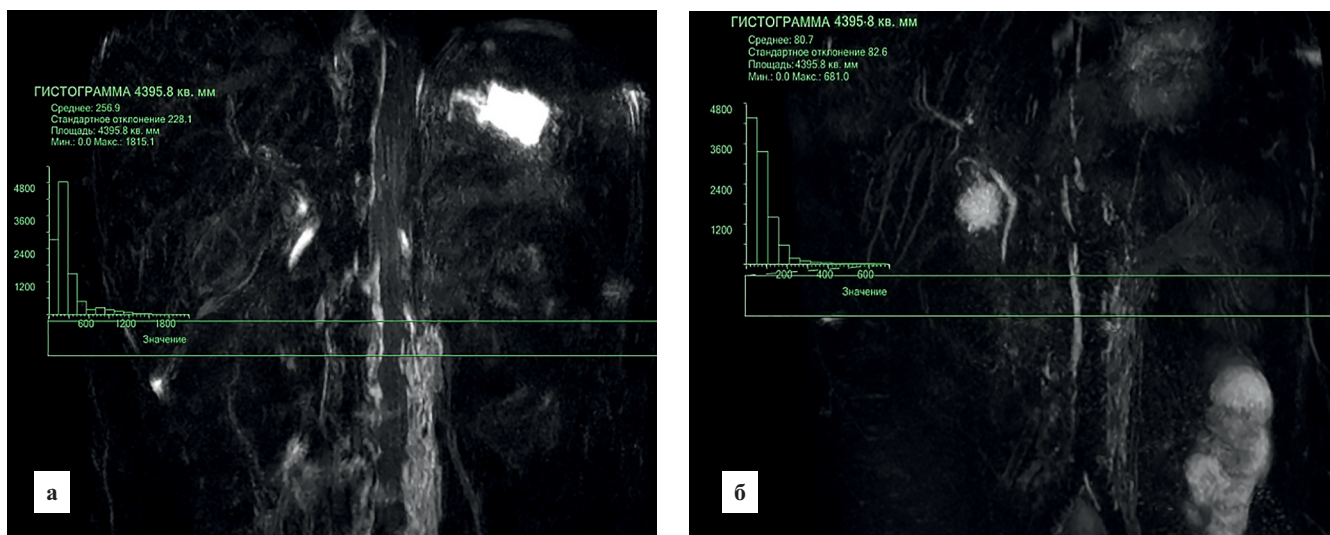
Магнитно-резонансная томография: *а* — MIP-реконструкция по протоколу 3D MRCP NAV MIP; *б* — реконструкция по протоколу 3D MRCP RT. На изображении построены гистограммы, основанные на результатах соотношения сигнал/шум
